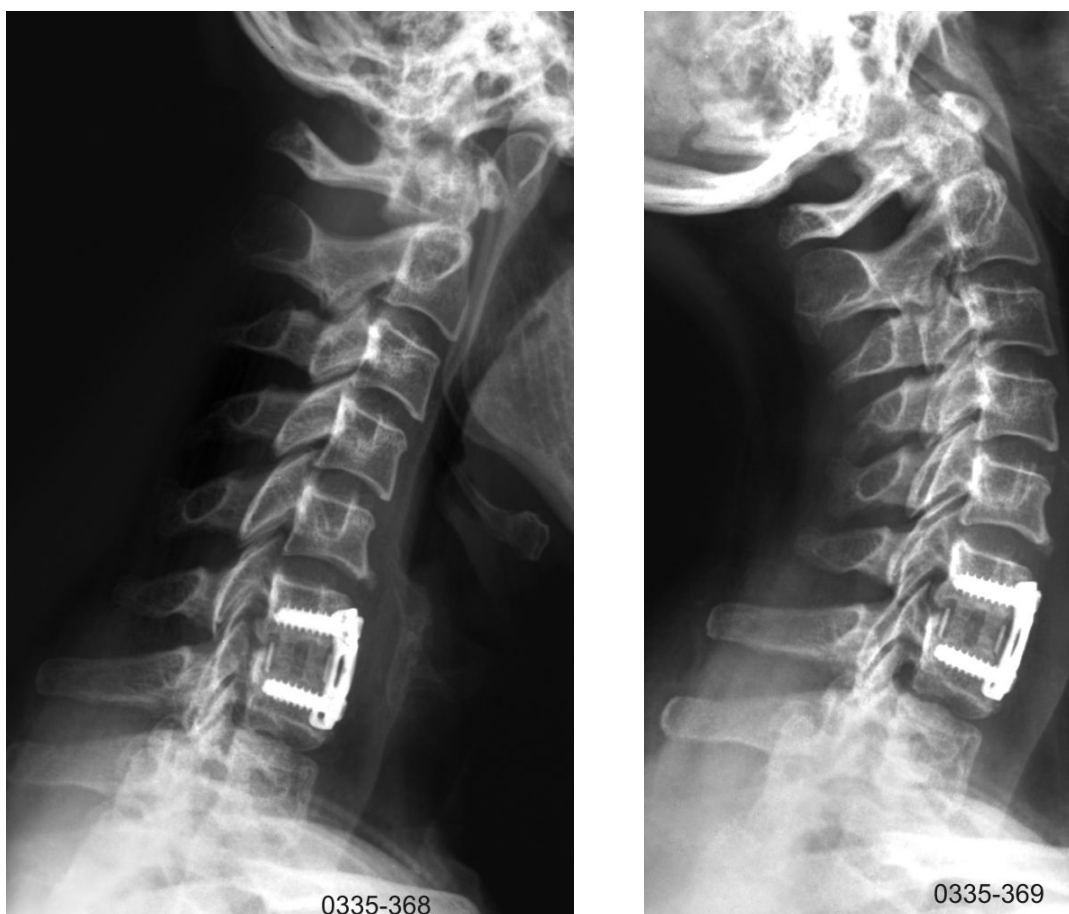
Laterale Röntgendurchleuchtungsaufnahme der Halswirbelsäule in Flexion (links) und Extension (rechts) für den Nachweis von Fusion, 12 Monate postoperativ.
